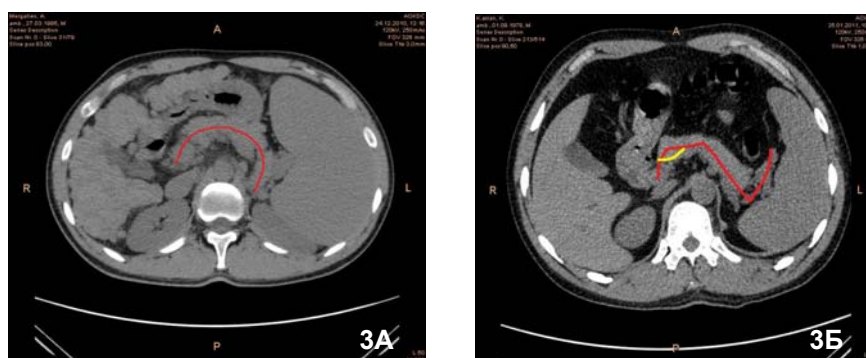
КТ органов брюшной полости пациентов опытной группы. А – пациент К., 34 года. S-образная форма поджелудочной железы; Б – пациент М., 36 лет. U-образная форма поджелудочной железы. Красная линия проведена через головку, тело и хвост поджелудочной железы, желтой линией обозначен угол между головкой и телом железы.
